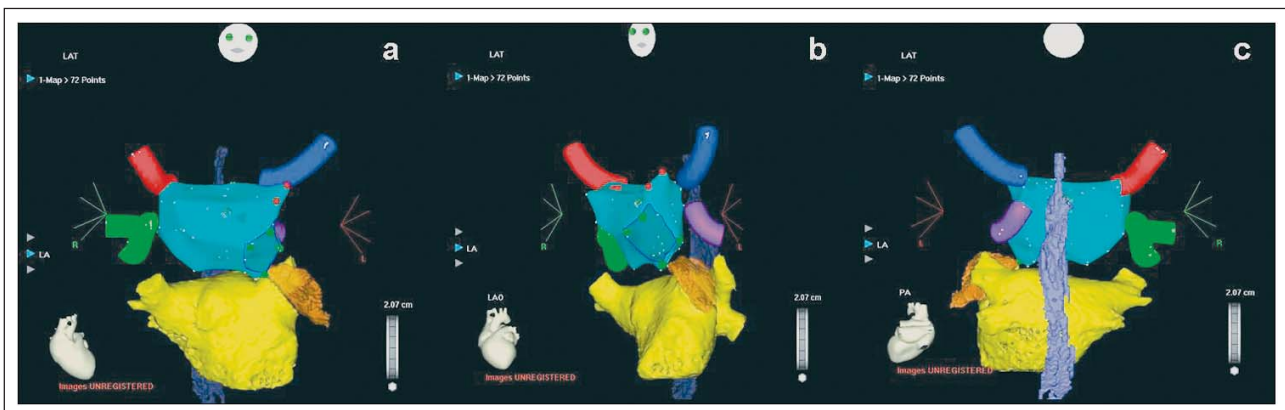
60-jähriger Patient mit paroxysmalem Vorhofflimmern seit 15 Monaten und Zustand nach dreimaliger elektrischer Kardioversion; Ineffektivität einer Kombination von Betablocker und Klasse-Ic-Antiarrhythmikum; nach zirkumferentieller Pulmonalvenenisolation inklusive Dachlinie seit nunmehr 6 Monaten unter Betablockertherapie rezidivfrei. Bearbeitetes CT-Bild und elektroanatomisches Carto™-Map vor der Fusionierung; a) anterior-posteriore Ansicht; b) LAO-Ansicht; c) posterior-anteriore Ansicht
